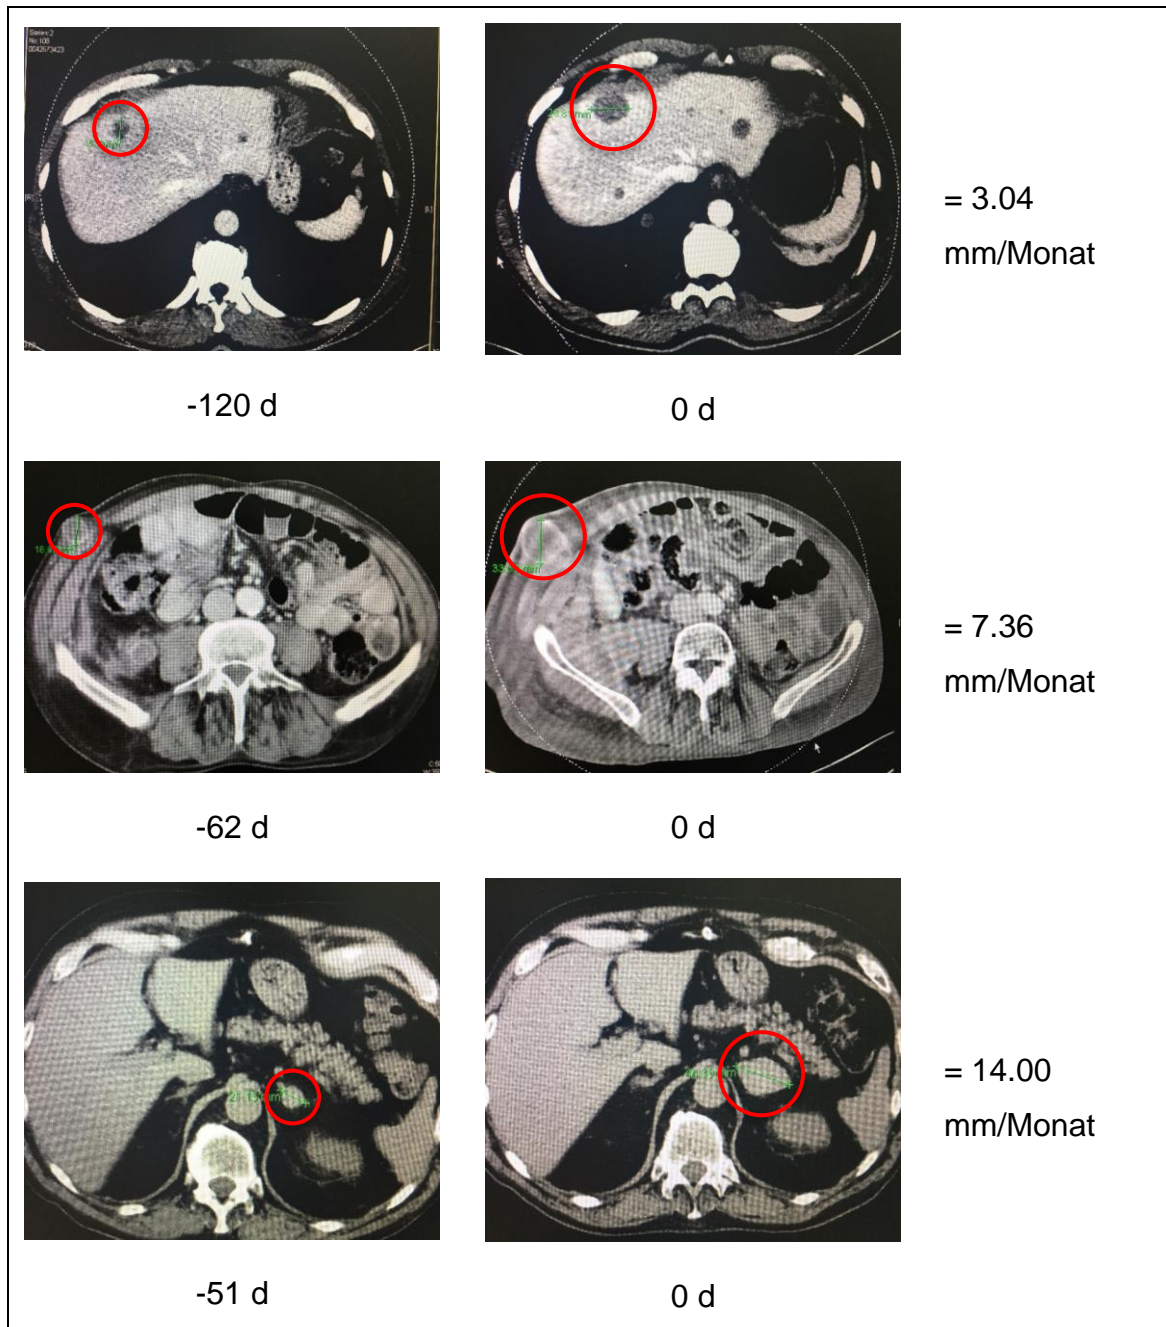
Exemplarische Ausmessung schnell und langsam wachsender Metastasen (CT-Bilder)
